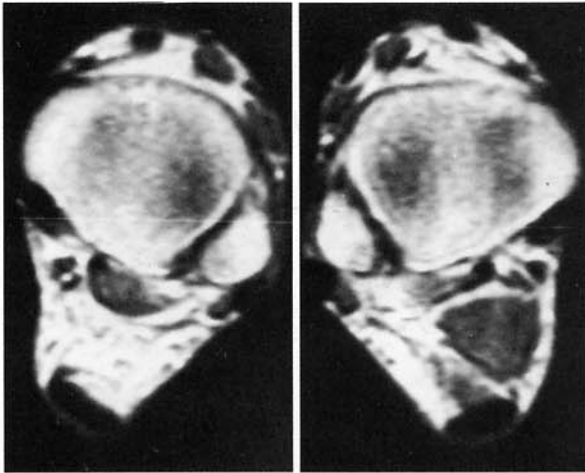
RM assiale comparativa, sequenza SE (TR: 1820, ms TE: 50 ms). Dorsalmente alla tibia e al perone sono evidenti a sinistra due fasci muscolari: il muscolo flessore lungo dell'alluce e i muscoli peronieri con i relativi tendini, e a destra un terzo fascio muscolare rappresentato dal muscolo soleo accessorio. Posteriormente è evidente bilateralmente il tendine di Achille.
